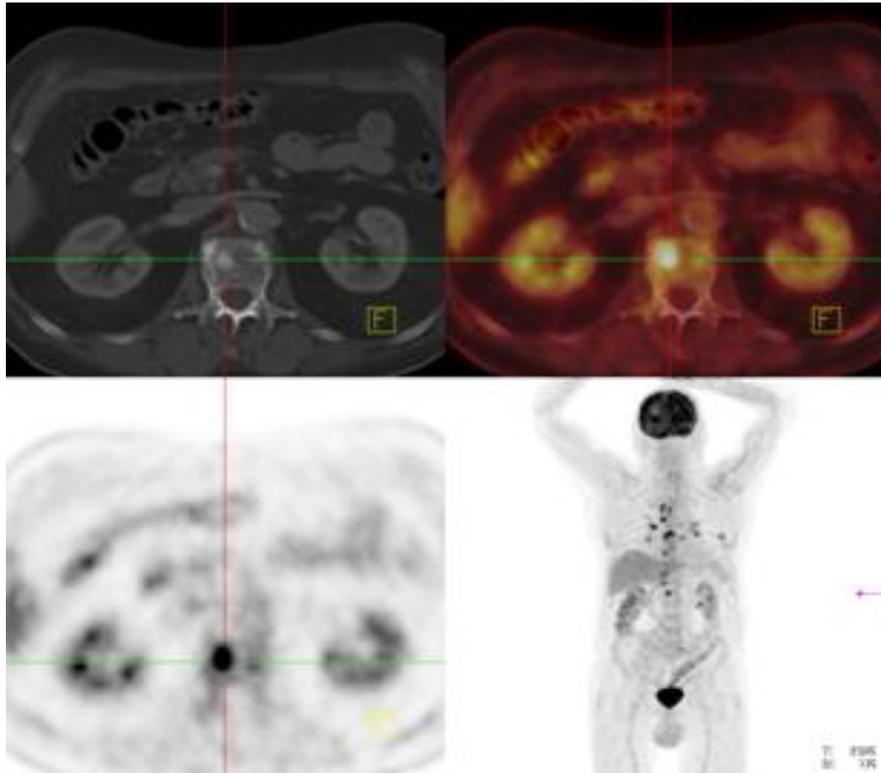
Nachweis von Skelettmustasen im PET/CT mit Korrelat im CT
